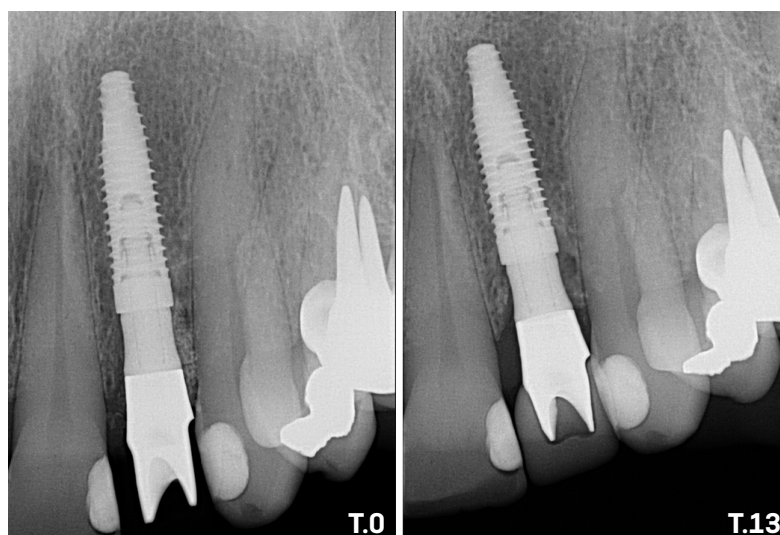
RX periapicali di un impianto Grand Morse® con 13 mesi di follow-up.
